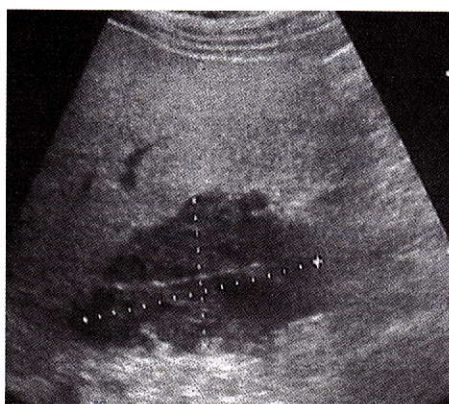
Ultrasound of the abdomen showing a large lobulated mass at the level of the right suprarenal area
